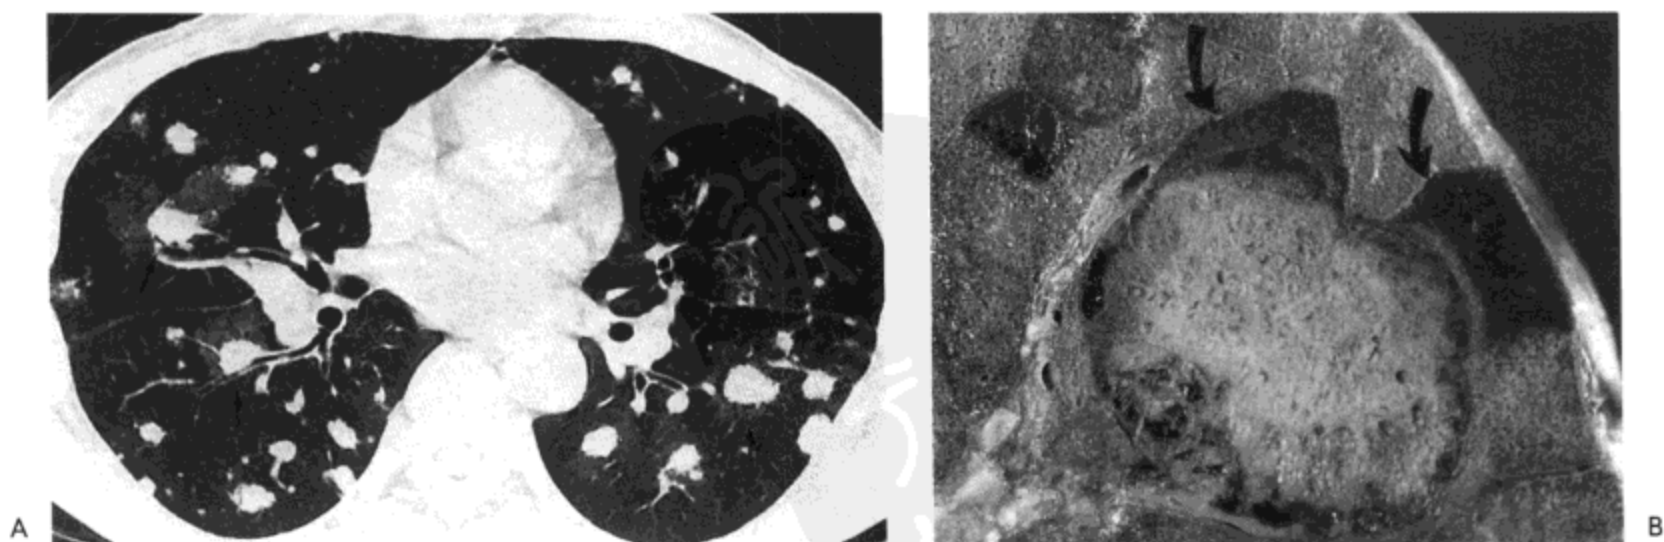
出血性转移。A: CT 影像 (1.0mm 层厚) 示以肺内多发结节, 其中一些周围环绕磨砂玻璃样密度晕 (箭号)。病人为一 51 岁男性, 患转移性肾细胞癌。B: 另一病人肺的放大像示一界限清楚的结节。两相邻的肺小叶内因出血而实变 (箭号)。病人 28 岁, 女性, 患绒癌转移。
